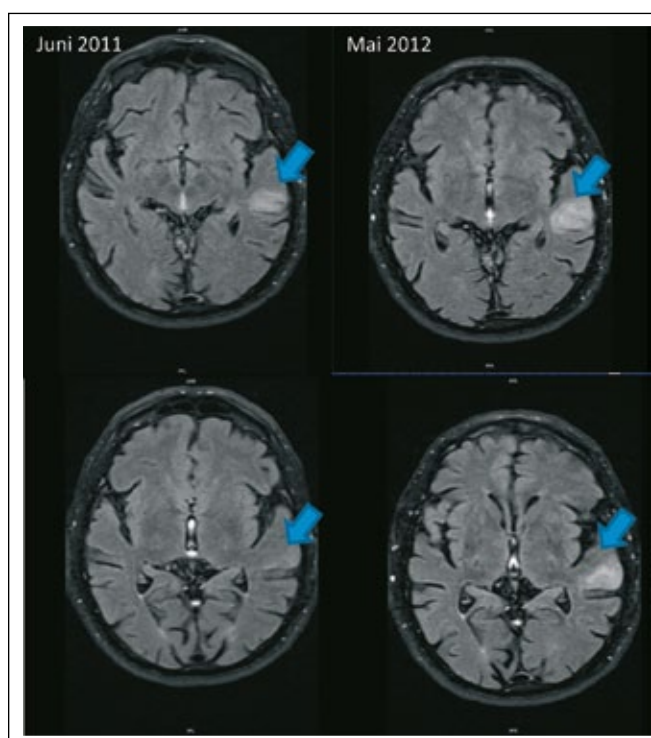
MRT/FLAIR vom Juni 2011 (radiologische Erstdiagnose) und präbiopsisch im Mai 2012: zunehmende hyperintense Signalalteration links temporal (blauer Pfeil)
